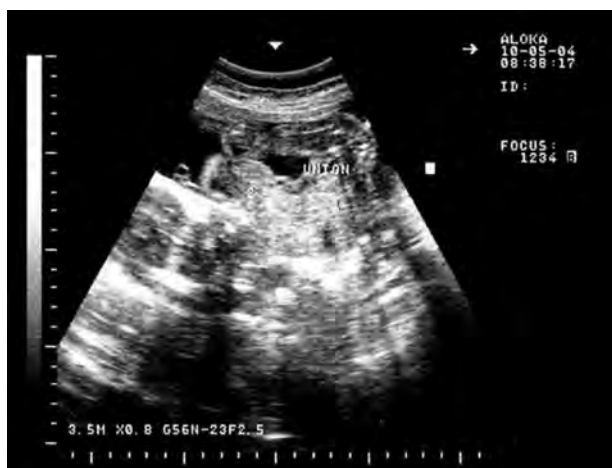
Imagen de ultrasonido en la cual se visualiza producto con dos cabezas y fusión de tórax.
